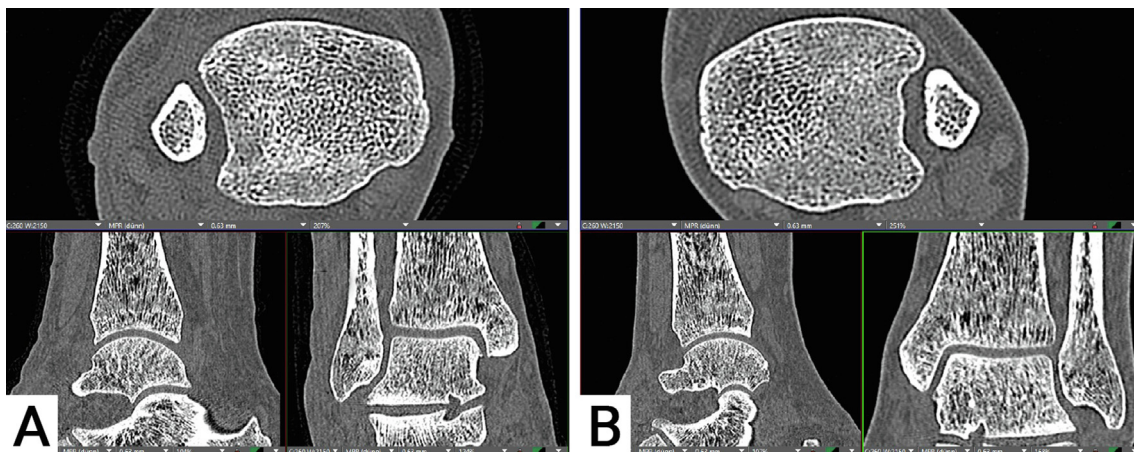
Bilaterales CT mit separaten axialen Rekonstruktionen. Separate Rekonstruktionen des bilateral durchgeführten CTs: (A) Rechtes Sprunggelenk (verletzte Seite); (B) Linkes Sprunggelenk.
